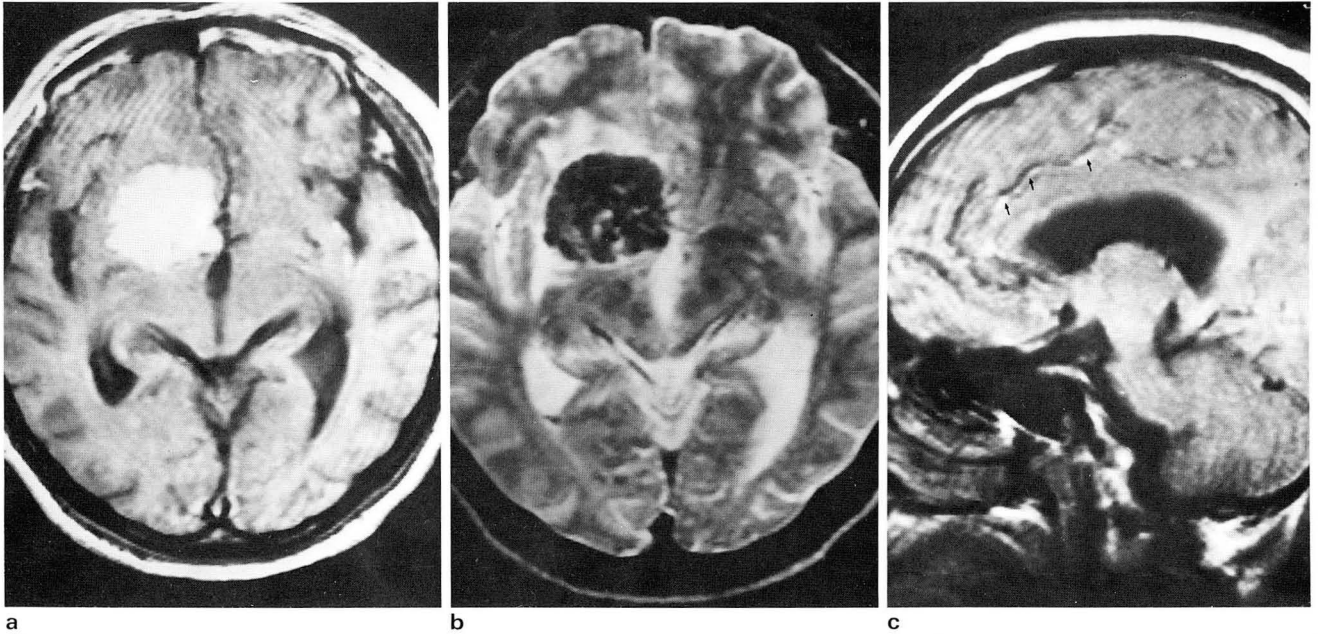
Case 1. a. On T1-weighted image, an irregularly lobulating mass of high signal intensity is noted in right lower frontal lobe and parasellar area.
